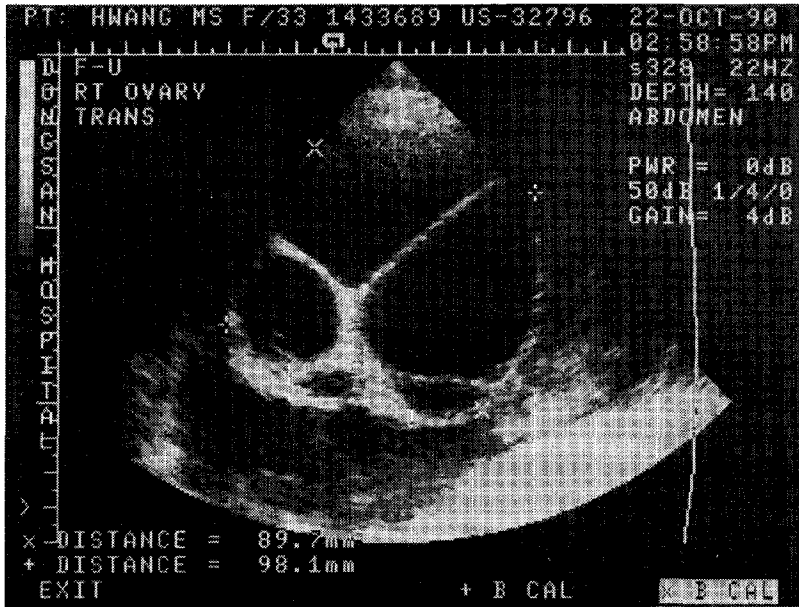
Hyperstimulated right ovary reveals 89.7×98.1mm in distance and ascites collected in cul de sac by ultrasonography.
